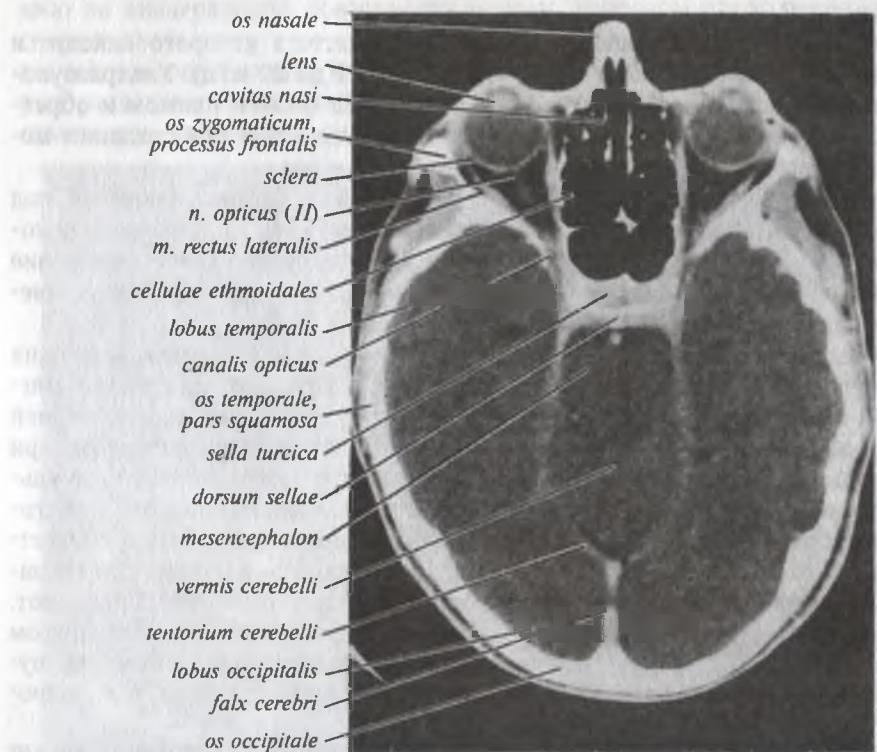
Компьютерная томограмма головы. Поперечный срез на уровне среднего мозга, турецкого седла и глазниц
